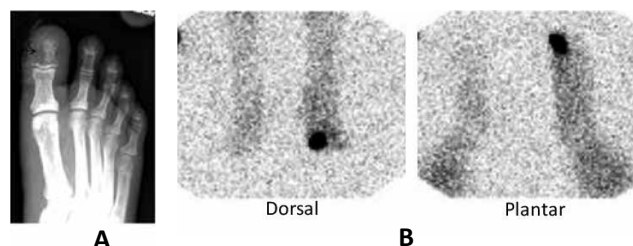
Osteomyelitis left great toe. Radiograph (A) demonstrates soft tissue swelling, skin ulceration medially, and irregular osteolysis of the distal phalanx. There is focally increased activity on the dorsal and plantar In-111 labeled leukocyte images (B)
